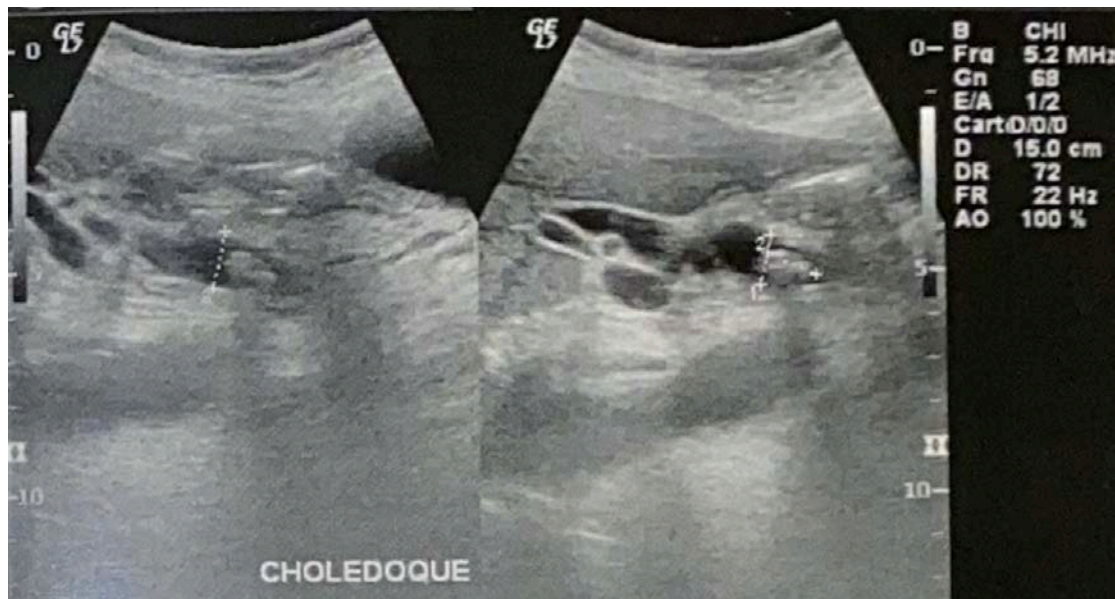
Image échographique montrant une dilatation du cholédoque de 12mm en amont d'une lithiase chez une patiente de notre série
